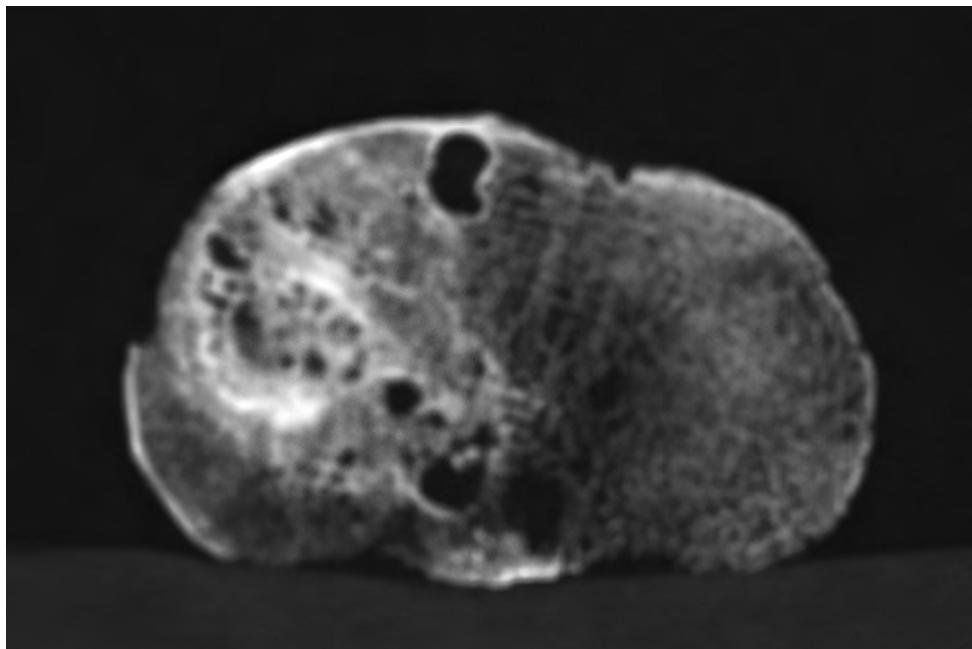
Tibial plateau with typhoid osteomyelitis – the destruction of the articular plane of the tibia with defects, sclerotic thickening (CT scan Josef Hořejš)
